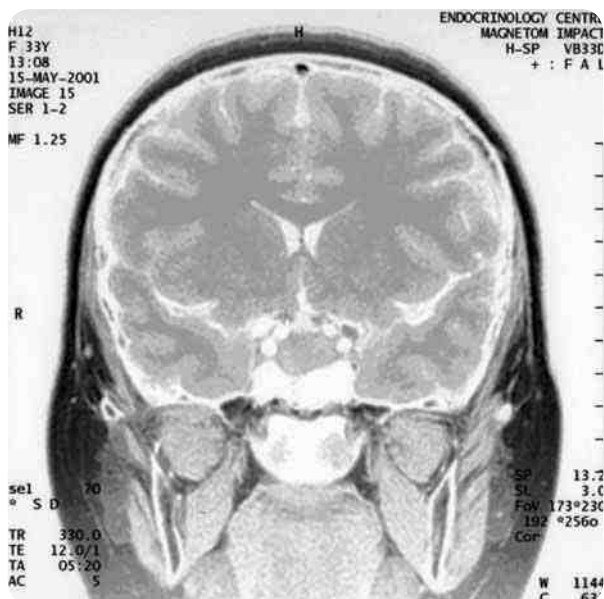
МРТ: эндоселлярная макроаденома (> 10 мм)
